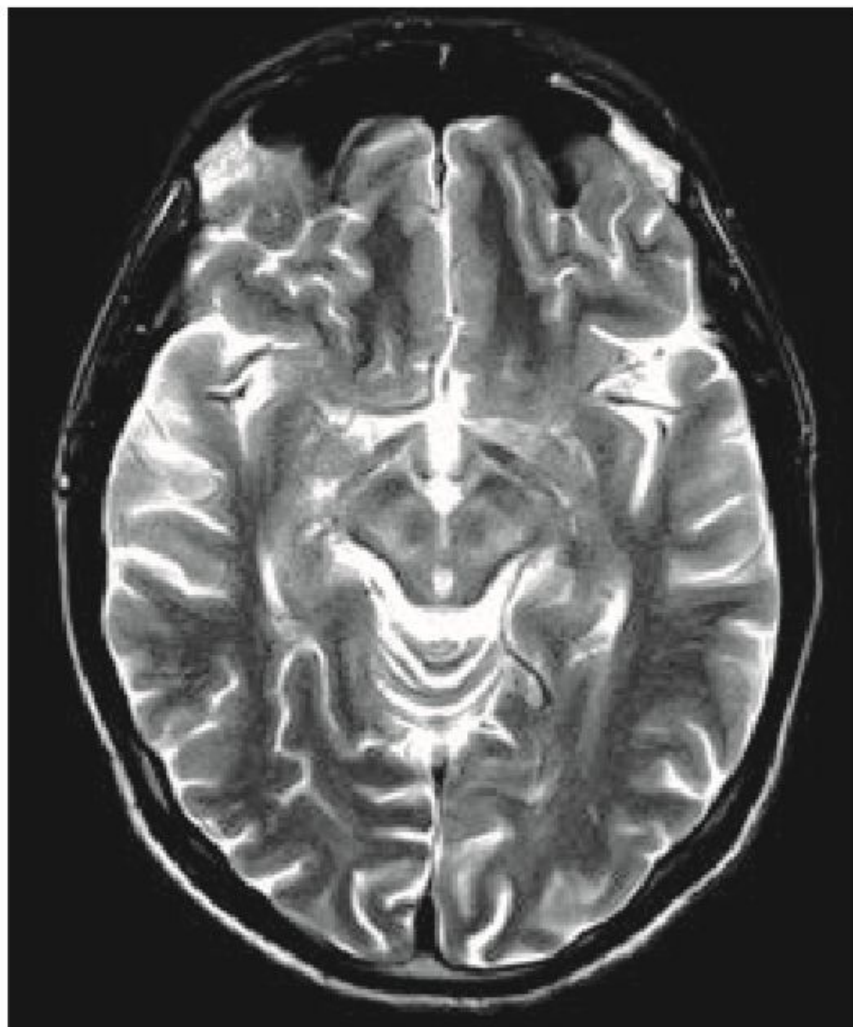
Феномен “морды большой панды”: МРТ головного мозга пациента П., 27 лет, с болезнью Вильсона. На T2-взвешенном изображении (аксиальный срез) отмечаются участки гиперинтенсивного сигнала от структур среднего мозга, что создает картину, напоминающую, по мнению некоторых исследователей, морду большой панды.
